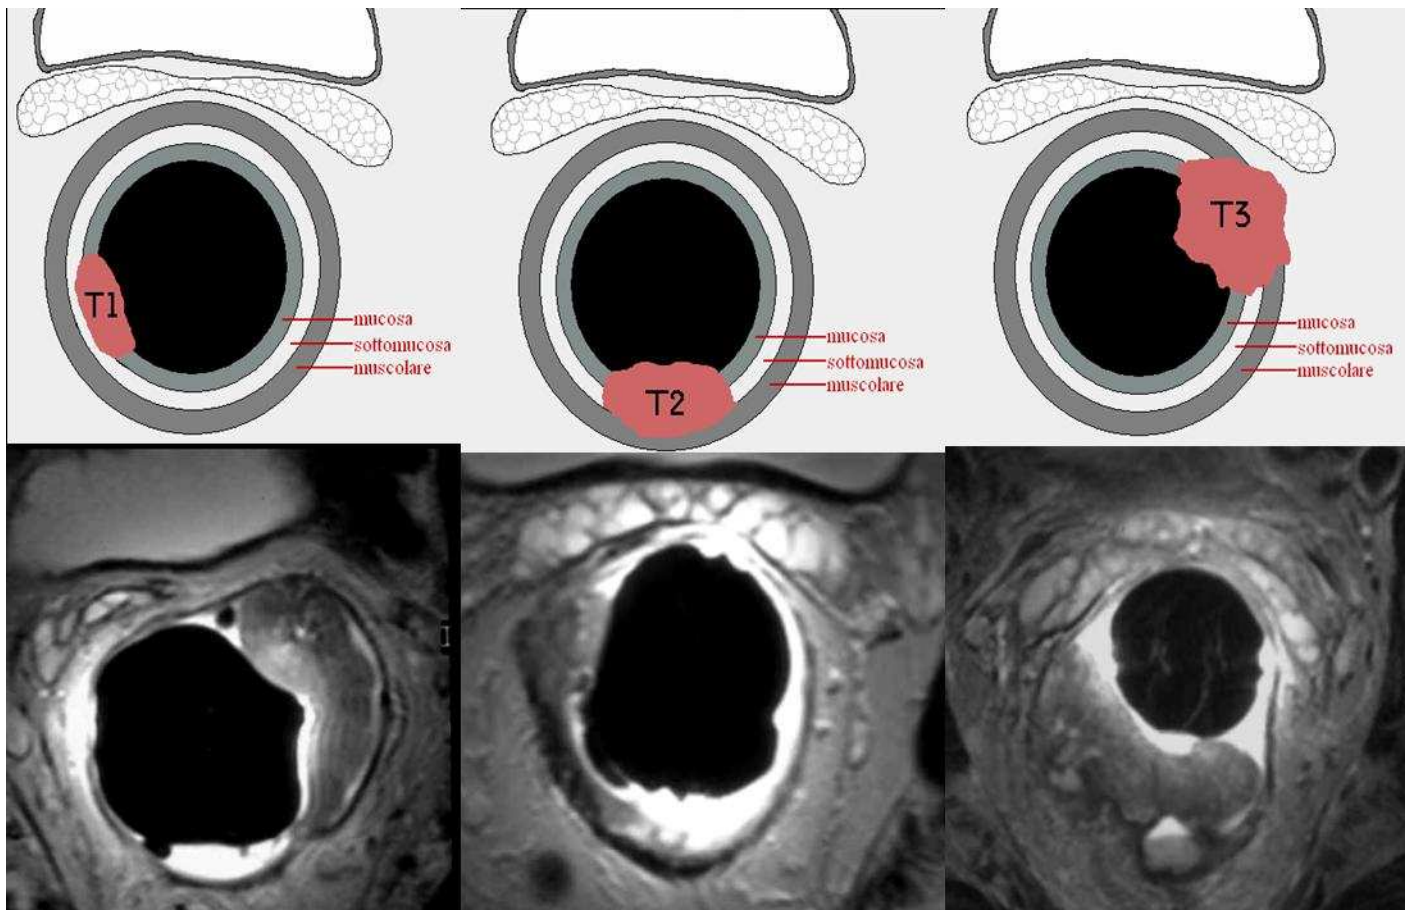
Valutazione dell'infiltrazione parietale. Immagini RM di carcinomi del retto studiati mediante bobina endorettale. Si noti la particolare corrispondenza delle immagini RM con gli schemi sovrastanti nei diversi stadi di infiltrazione parietale.
